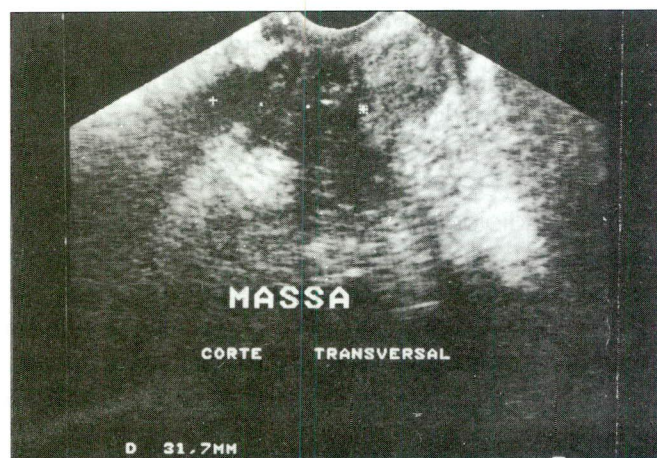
B: Mesma paciente após 3 meses de tratamento. Ultrassonografia trans-retal mostra redução de mais de 50% da massa tumoral.
